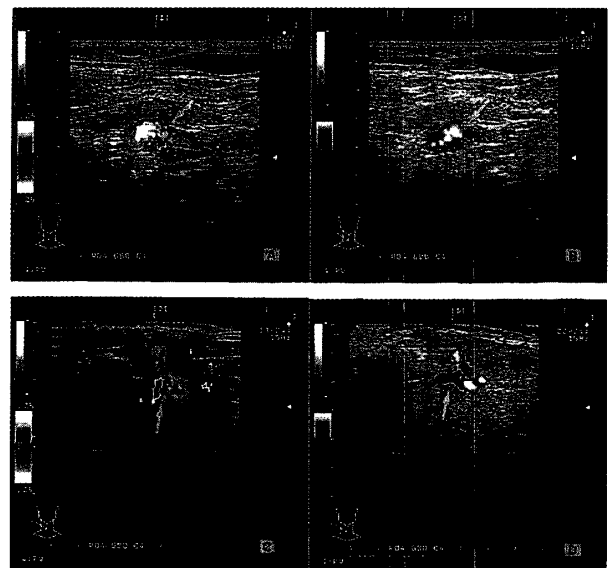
舌動脈と上行口蓋動脈の本幹との分枝部における速度表示法(VM)とパワードプラ表示法(PM)の超音波断層像
